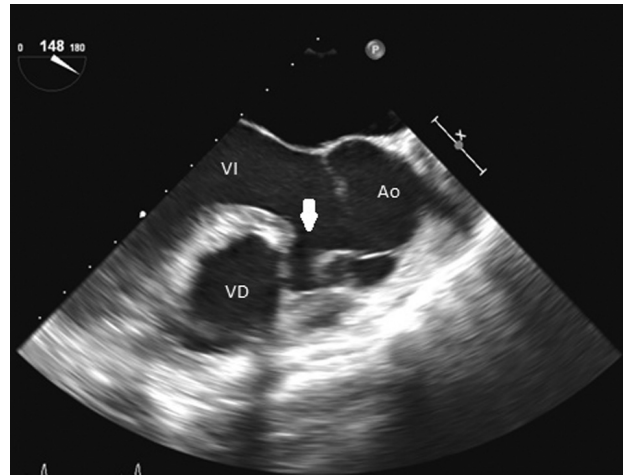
Ecocardiograma transesofágico: comunicación interventricular subaórtica (flecha).
